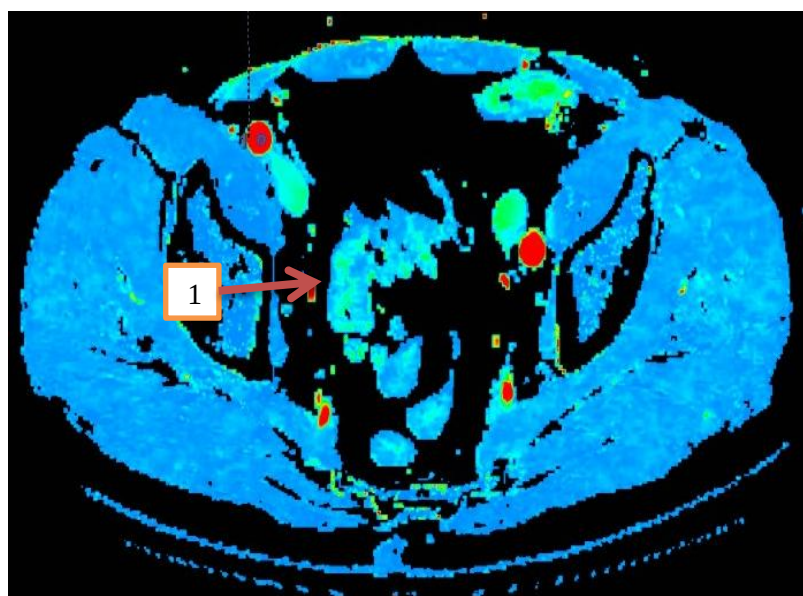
Пациент Н., 44 года. Перфузионная параметрическая карта поперечного сегмента сигмовидной кишки с определением показателя объема регионарного кровотока Blood Volume (BV=5,3 мл/100 г), стрелка 1.
